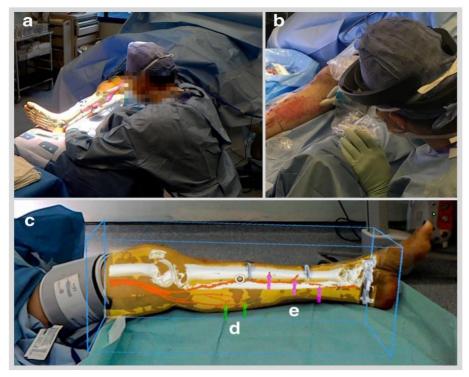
A) superposición de los modelos vistos desde HoloLens. B) confirmación de la ubicación de la perforación con ecografía Doppler audible. C) superposición con cuadro delimitador; las flechas resaltan la posición de las arterias surales (d) y (e) los vasos tibiales posteriores perforados (Pratt y otros., 2018).
